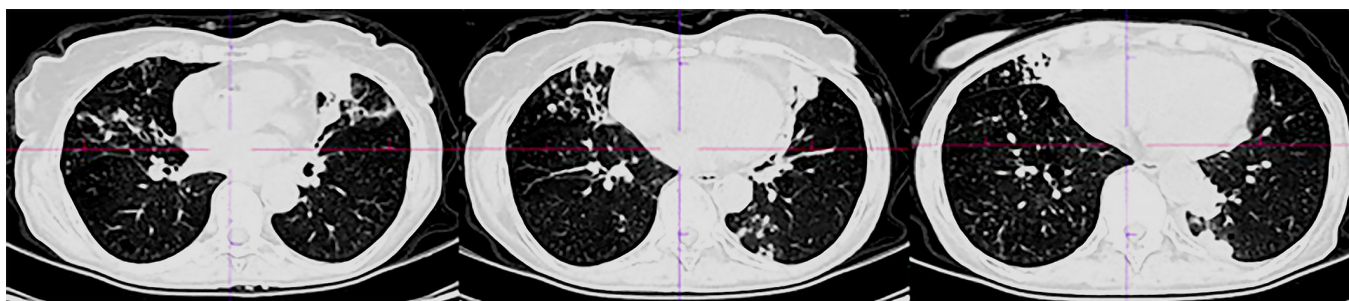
Computed tomography of the chest organs of patient R dated 09/02/2022
